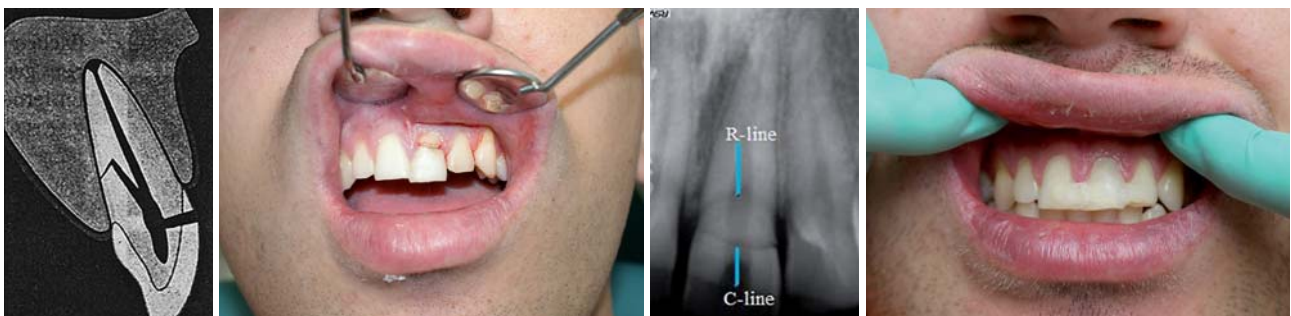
Typischer Verlauf einer Kronen-Wurzel-Fraktur (Ebelseder/Glockner, 2000). – Abb. 2: Kronen-Wurzel-Fraktur: Der koronare Spalt kommuniziert direkt mit der Pulpa. – Abb. 3: Röntgenaufnahme des Zahnes 21 mit typischem Verlauf. – Abb. 4: Schienung des kronentragenden Fragments mittels Glasfaserstreifen und Komposit.
